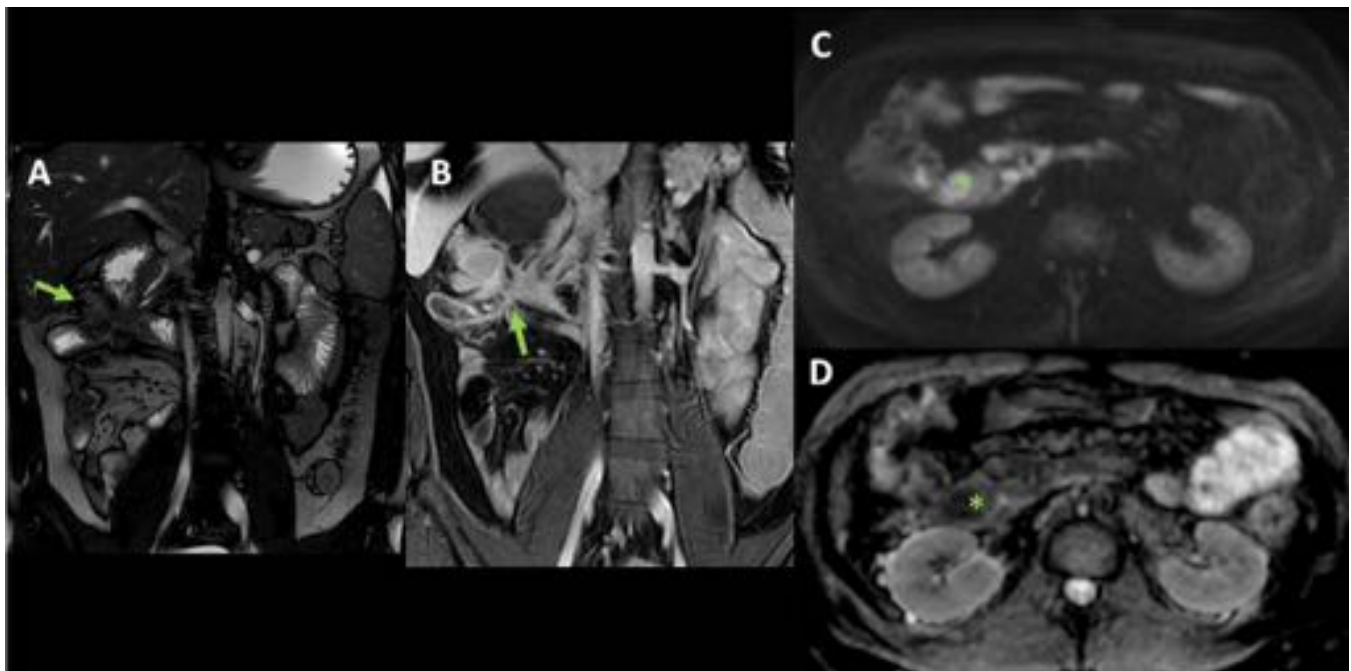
Enfermedad de Crohn fistulizante. RM enterografía. A y B: imagen EG-T2 balance y T1 3D tras administración de contraste que muestran fistula compleja que implica colon y duodeno, con engrosamiento de pared y realce, como signos de actividad inflamatoria (flechas). C y D: imagen de difusión b 1000 y mapa de ADC que representan los cambios inflamatorios de pared por restricción de la difusión del agua intramural (asterisco).
